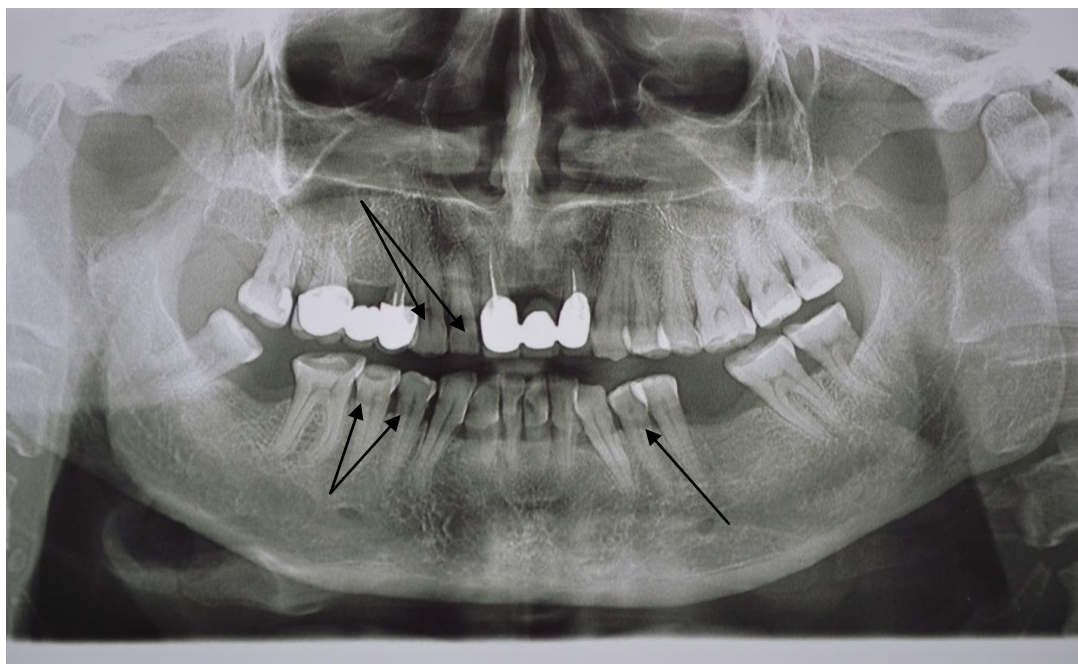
Ortopantomografie la pacient cu defecte cuneiforme (până la tratament)
